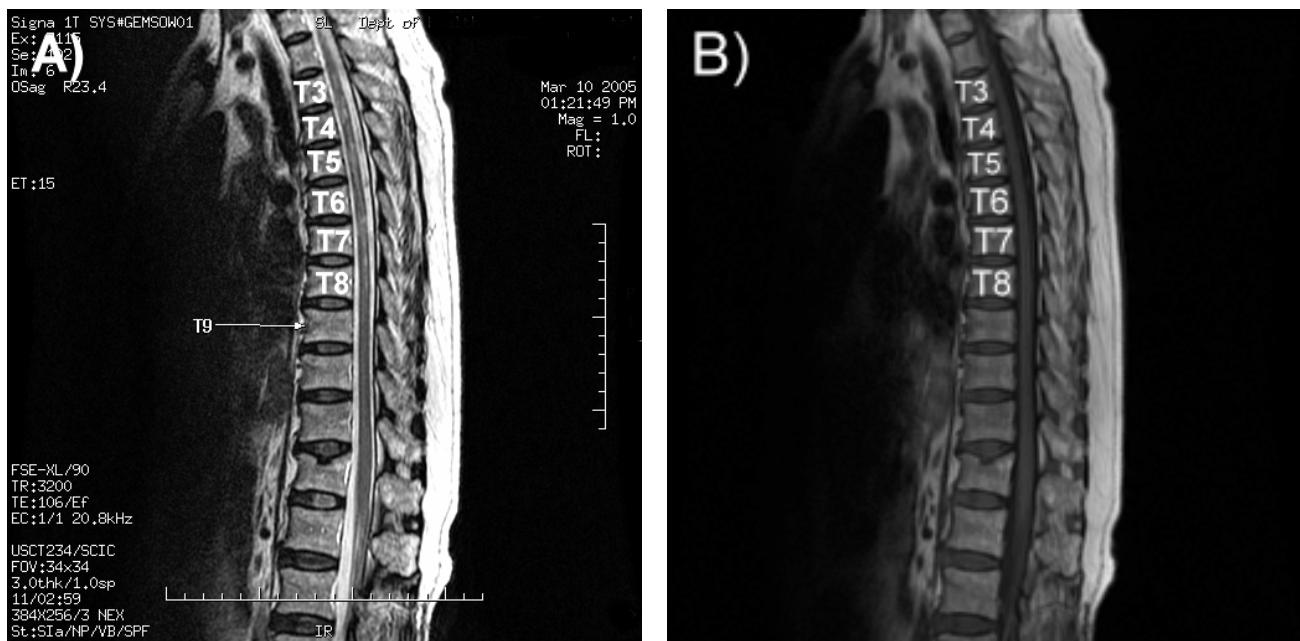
(A) T2-weighted 矢狀切面：多個向心且邊緣不清楚高信號的小病灶在第三胸椎至第八胸椎之脊髓內。
